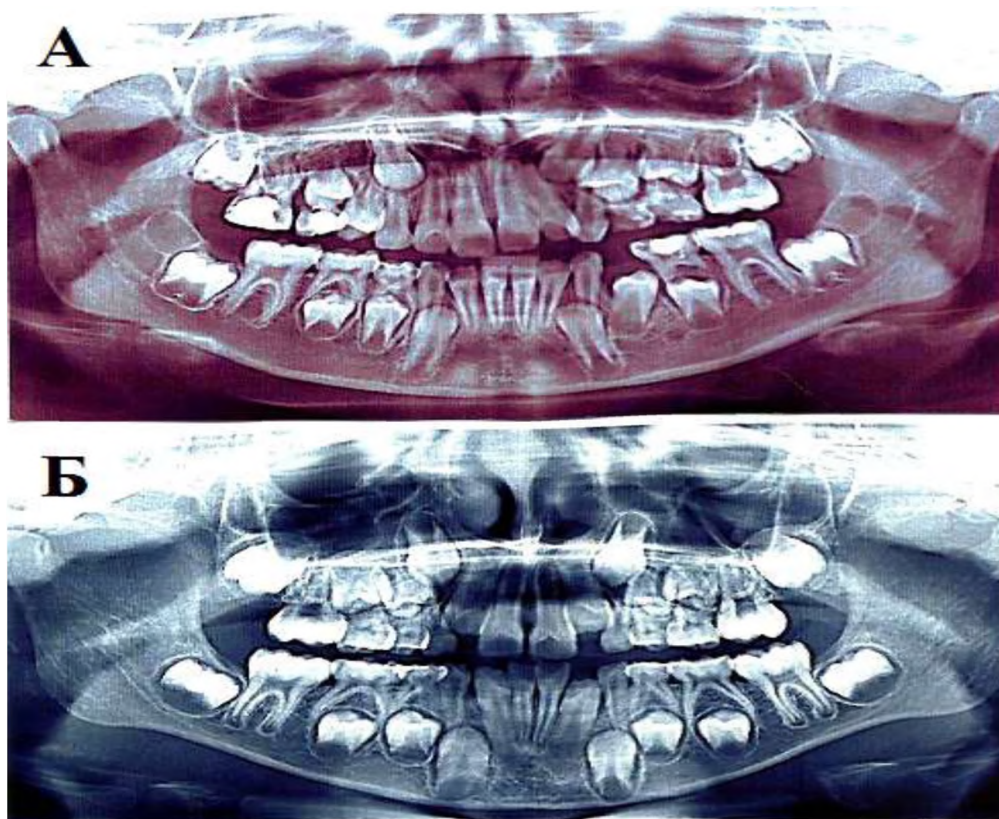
Ортопантомограма зубощелепної системи дітей
